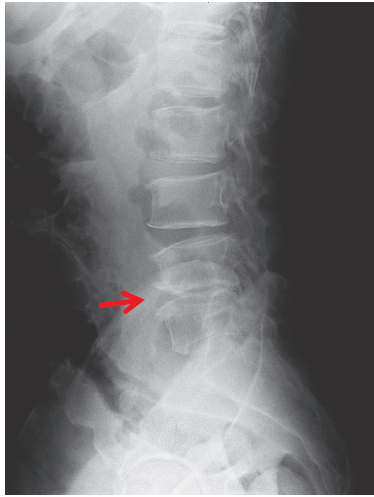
単純X線像. L4/L5椎間板の狭小化を認める (矢印).
